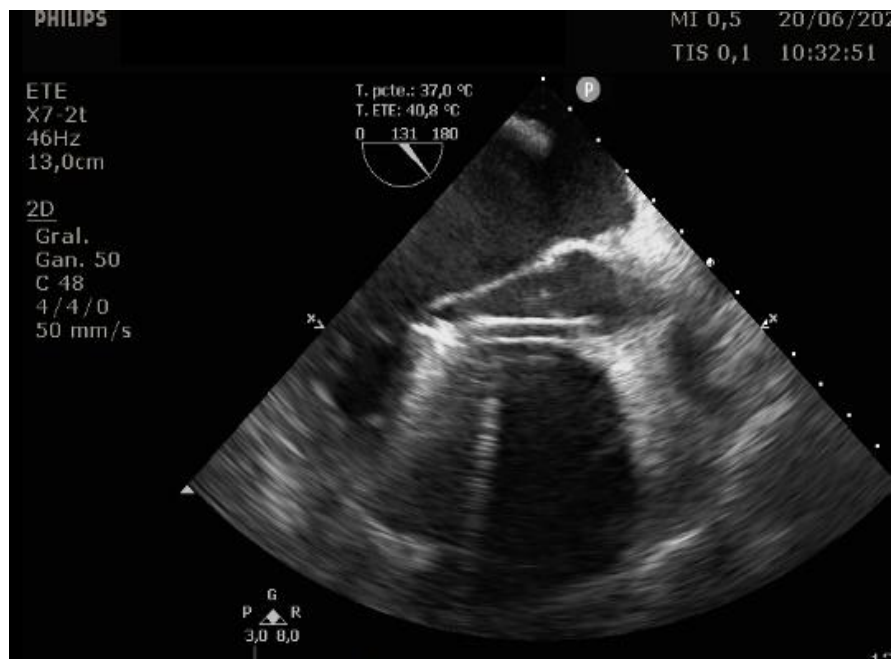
ecocardiograma transesofágico en plano medioesofágico a 130° (plano 3 cámaras) que muestra la posición del catéter Impella a través de la válvula aórtica.
